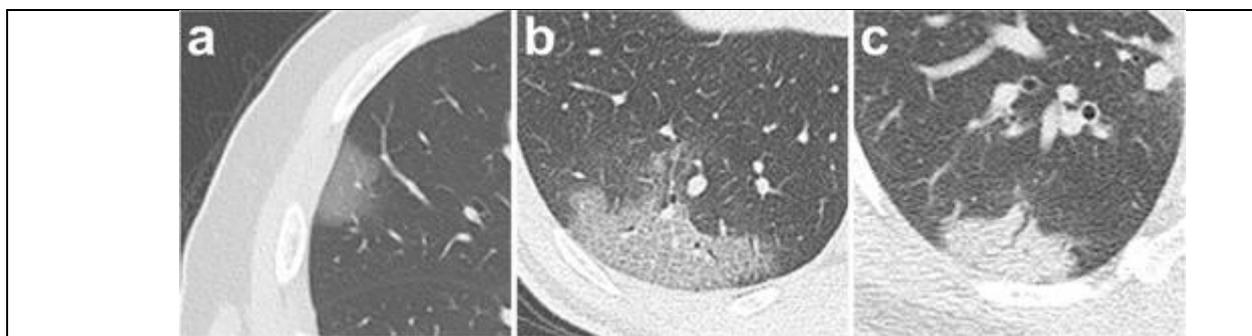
Типичные лучевые симптомы поражения при COVID-19. а) КТ-картина «матового стекла», б) КТ-паттерн «булыжной мостовой» (утолщение меж- и внутримальковых перегородок), в) консолидация [79]
